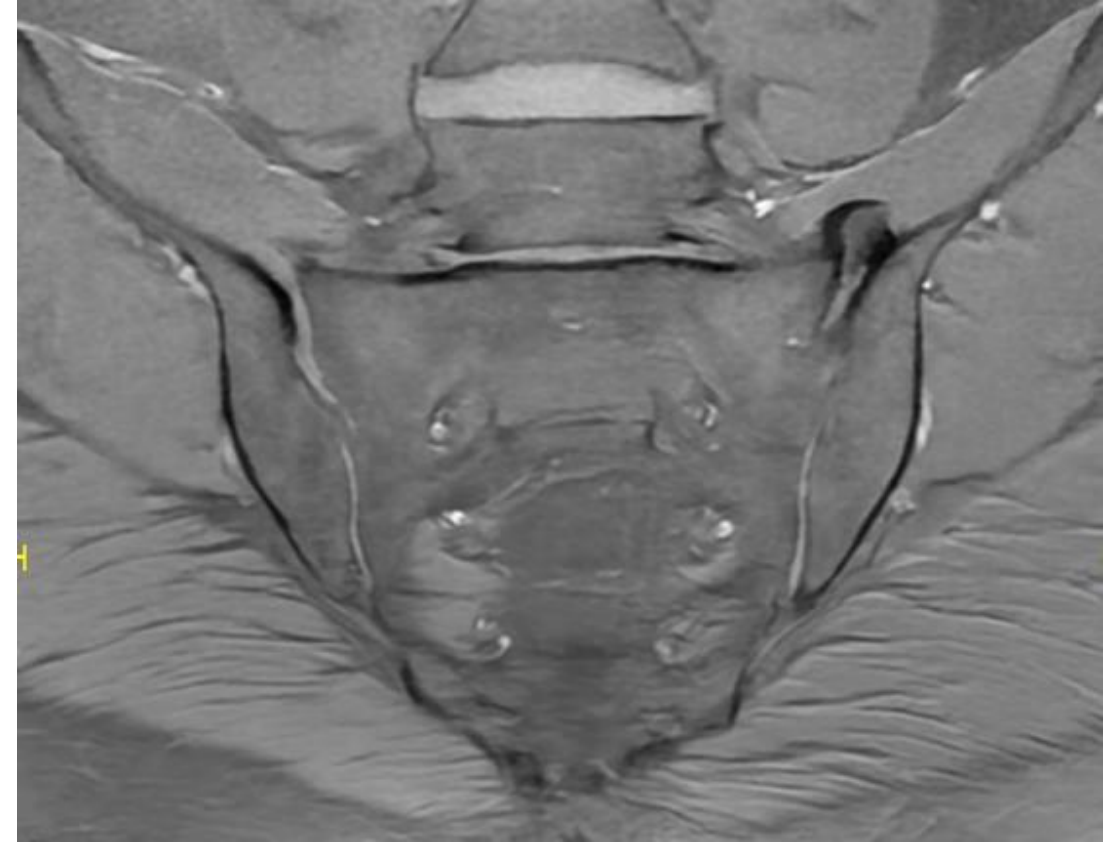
RM coronal T1-FS de hombre de 52 años con lumbalgia crónica. Se observa un osteofito superior izquierdo.
